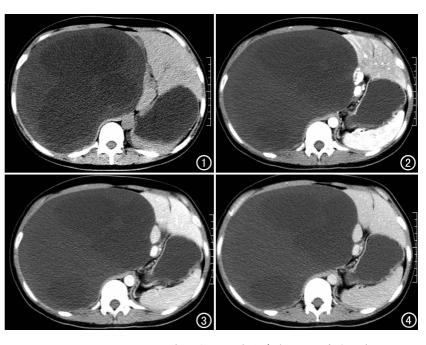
CT 平扫示腹膜后区巨大囊性病变,大囊内有多发更低密度小囊,CT 值分别为 10.2 和 -3.0 HU,邻近肝右叶受压变形向左前方移位。 图 2 增强扫描动脉期,示大囊及小囊均无明显强化,CT 值分别约为 12.5 和 1.2 HU,肠系膜上动脉向左前方移位。 图 3 增强扫描门脉期,示大囊及其内小囊无明显强化,门静脉向左前方移位。 图 4 增强扫描实质期,示大囊及小囊无明显强化,肝组织均匀强化。
